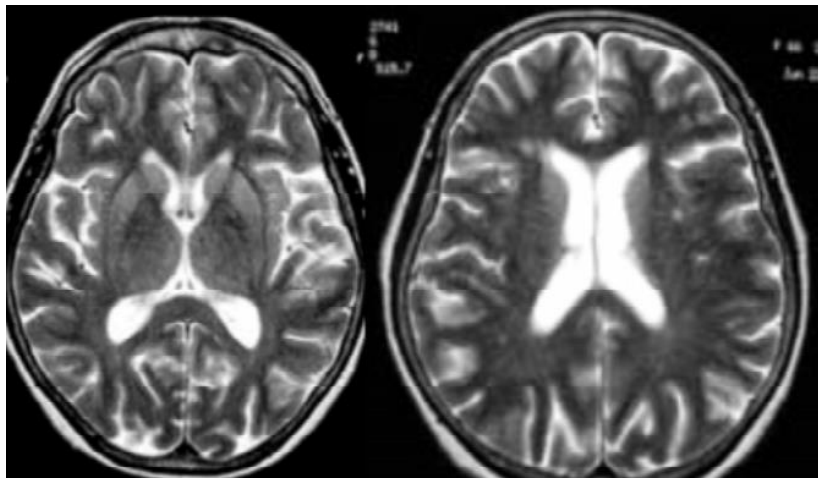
Resonancia magnética de cráneo donde se muestran áreas aisladas de hiperintensidad
